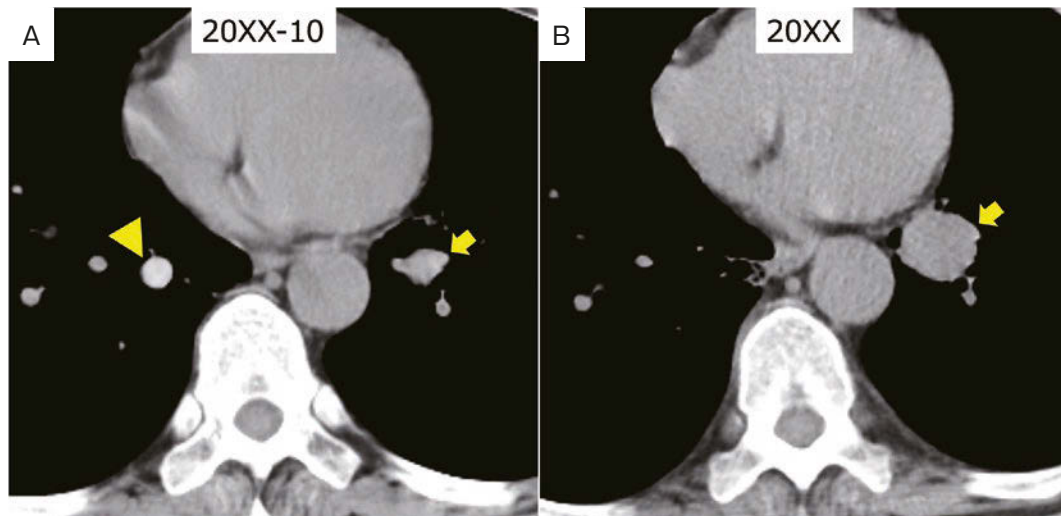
Comparison of chest CT taken 10 years ago and at revisit. (A) Chest CT scan taken 10 years ago showed high attenuation muroid impaction (yellow arrowhead, average CT value 95 HU) in the lower lobe of the right lung. (B) Chest CT scan at revisit revealed an increase in the nodular shadow (yellow arrow, average CT value 26 HU) in the lower lobe of the left lung.
